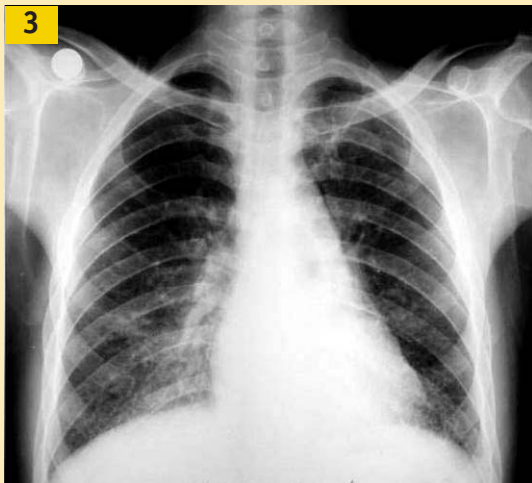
Radiographie du thorax : Opacités réticulo-nodulaires avec émoussement des culs-de-sac costaux diaphragmatiques.
